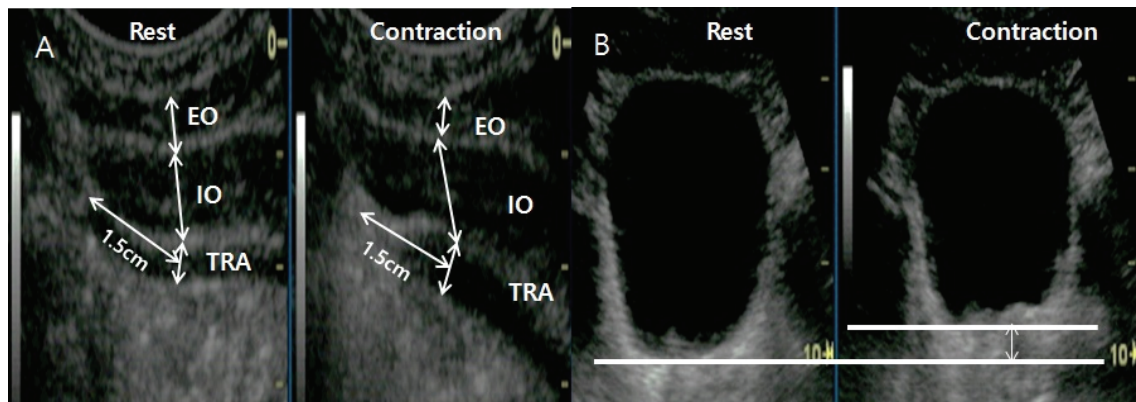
Ultrasound images. (A) TrA, IO, EO (B) pelvic floor
